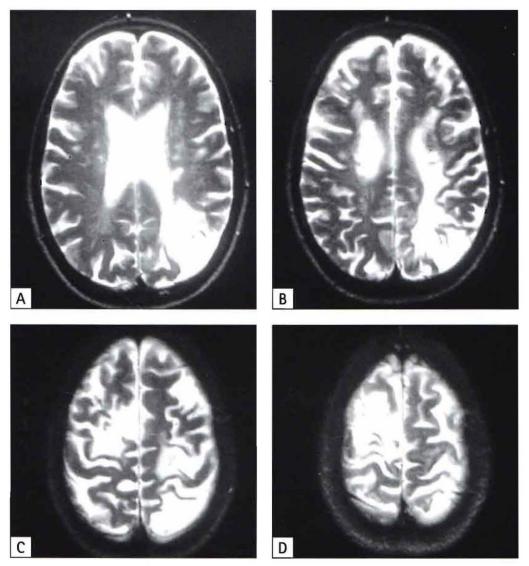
Multi-infarct dementia. A, B, C, and D, Magnetic resonance imaging scan shows recurrent cerebral thrombosis in a 35-year-old patient with Hughes' syndrome leading to multi-infarct dementia and subsequent death.
